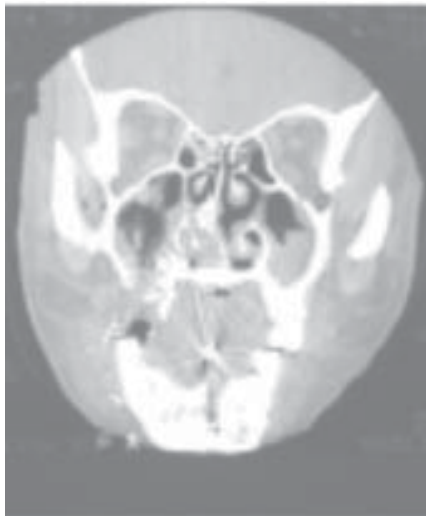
TC corte coronales
